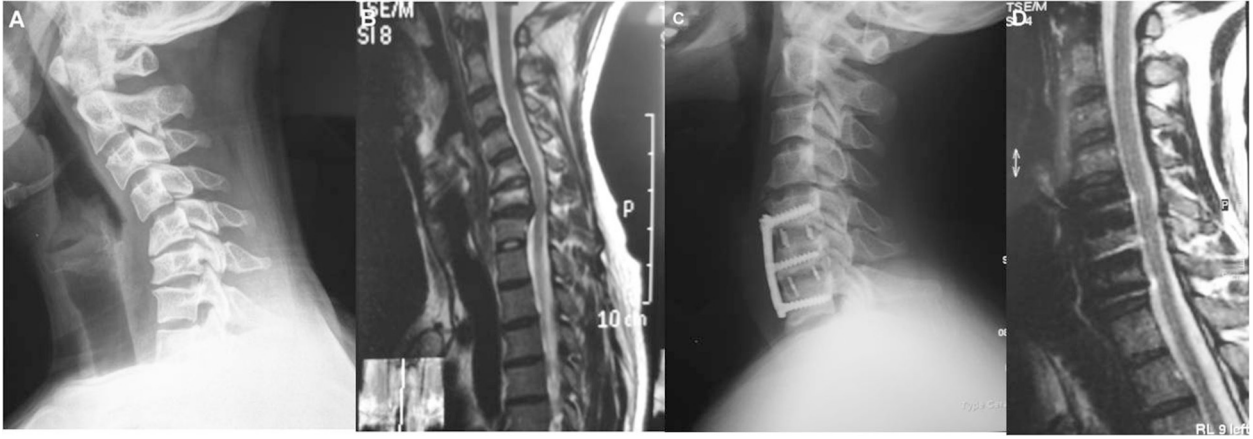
A) Sagittal T2 MRG kesitlerinde omurilikte sinyal artışı ve ciddi basılar görülmekte. B) C6 korpektomi sonrası otogreft ve anterior plak uygulanan hastanın postoperatif 3. yıl kontrolü C) Postoperatif 3. yılda T2 MRG kesitlerindeki sinyal artışının düzeldiği görülmektedir.
